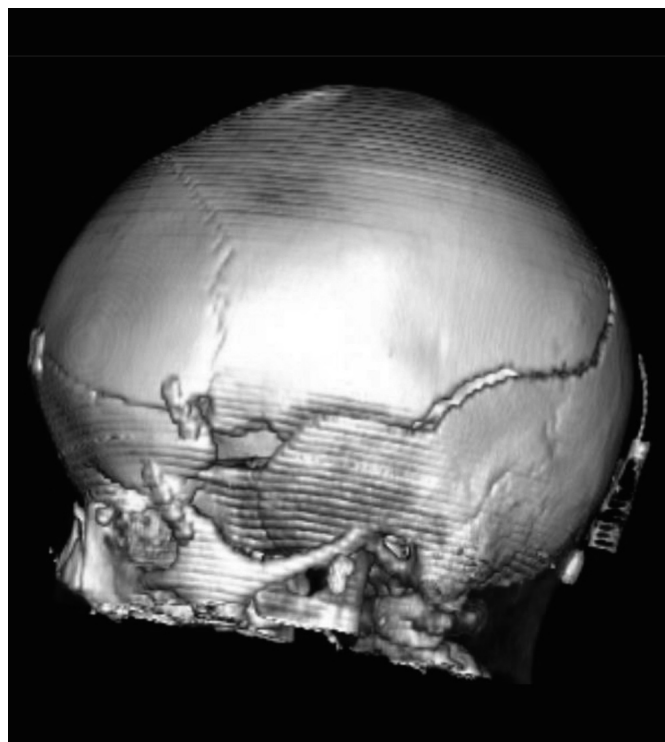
КТ. 3D зображення. Після лікування. Сагітальна проекція.
